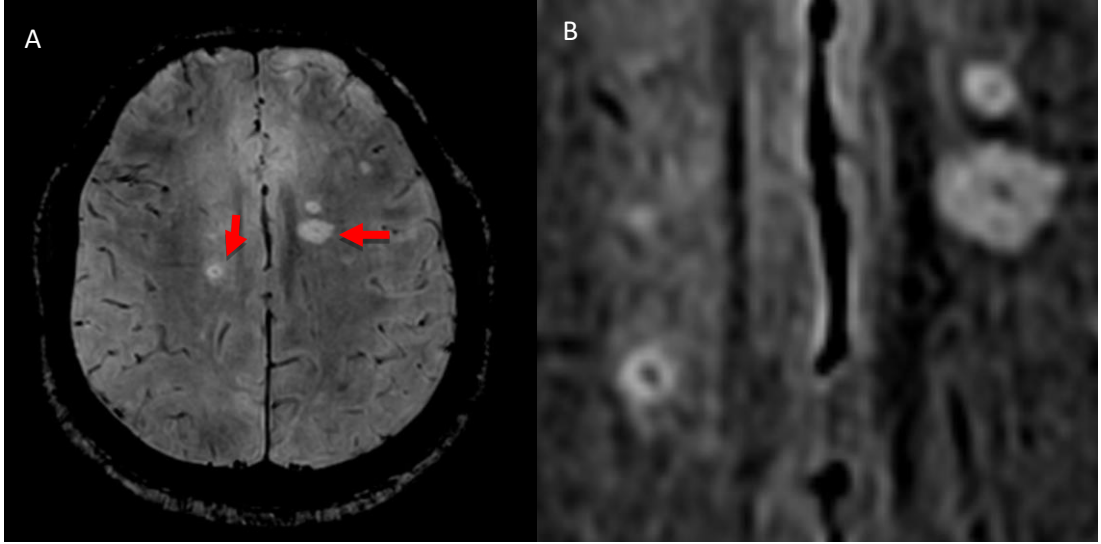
A) Aksiyal FLAIR sekansta ve B) Sagittal 3D FLAIR sekansta izlenen jukstakortikal yerleşimli beyaz cevher lezyonları
